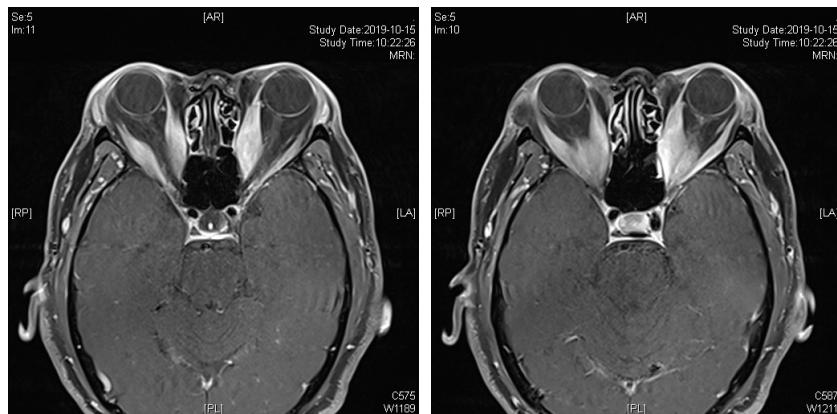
Orbital enhanced scanning magnetic resonance image
